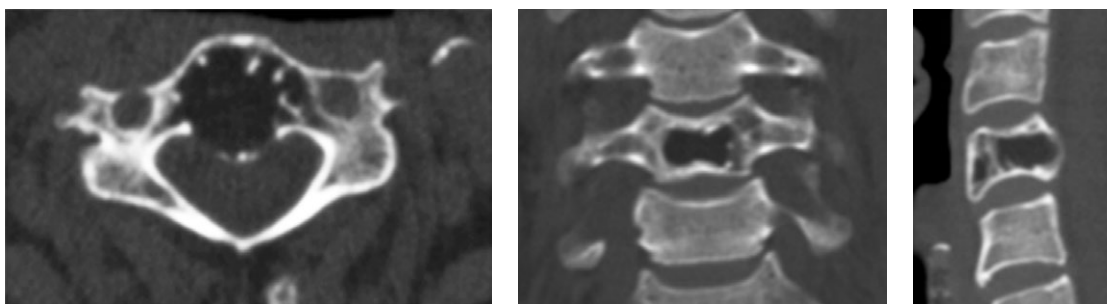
КТ-сканы позвонка  $C_7$  пациента А. до операции
